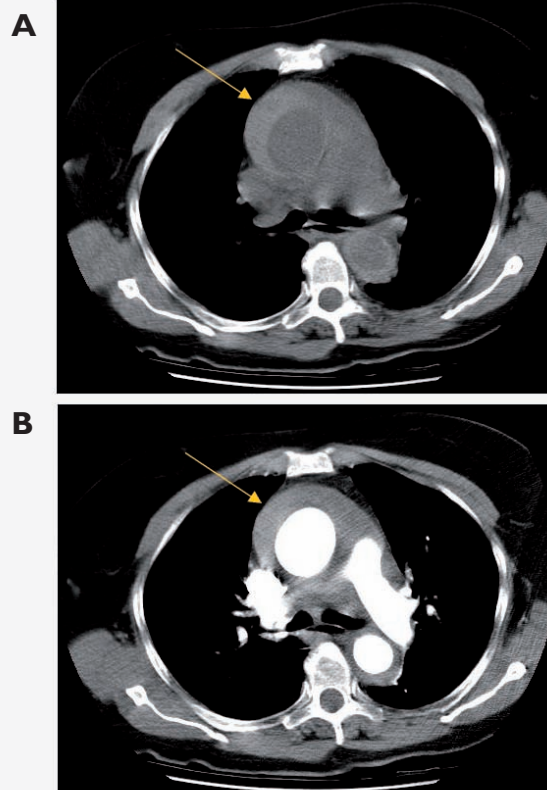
CT-scan du médiastin supérieur
